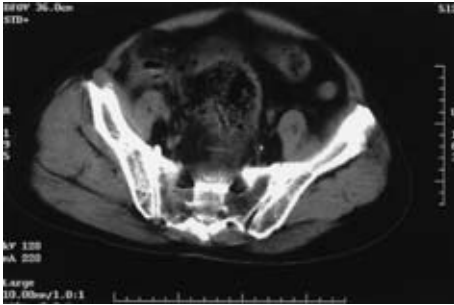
Abdominal CT on the next day after admission showed the extrarectal escape of stool (arrow). Ascites and free air were not detected.
